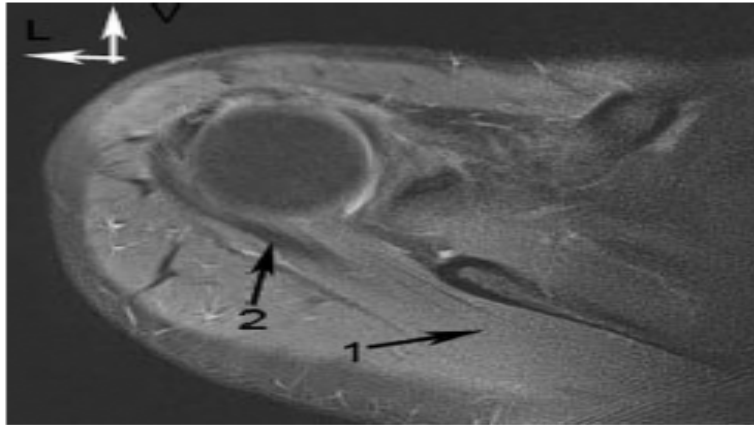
IRM, coupe horizontale. 1 : muscle infraépineux ; 2 : tendon de l'infraépineux.
